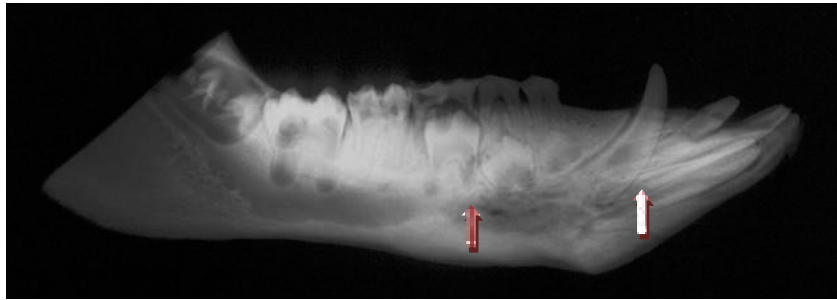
Ostim®: Röntgenaufnahme 5 Wochen p. i. (Gruppe N)
